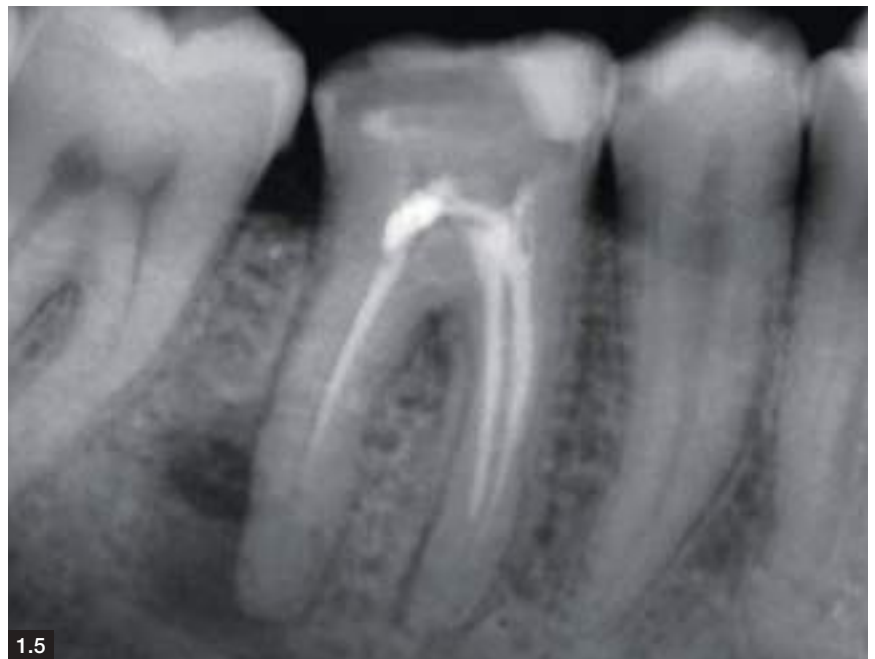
In queste immagini sono rappresentati dei quadri radiografici tipici delle lesioni periapicali di origine endodontica, secondarie a trattamenti non riusciti; il denominatore comune è quello di un'area radiotrasparente, più o meno vasta, attorno al limite apicale di ogni elemento dentale, accompagnata da un riempimento canalare non sufficiente, sia in lunghezza sia in ampiezza. In alcuni casi l'endodonto non è stato esplorato, in altri, come nella Figura 1.5, la frattura di uno strumento ha determinato la sospensione del trattamento.
